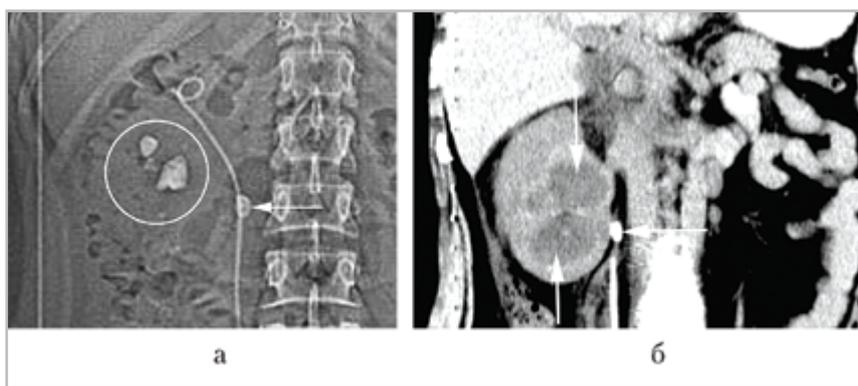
Фрагменты компьютерных томограмм брюшной полости: а — топограмма; б — реконструированная фронтальная томограмма. В паренхиме правой почки определяется 2 абсцесса (вертикальные стрелки) диаметром до 4 см каждый. Общий объем их содержимого достигает 67 см³. В чашечках средней и нижней групп содержатся резидуальные фрагменты разрушенного коралловидного камня (кольцо). В верхней трети правого мочеточника — камень (горизонтальные стрелки), вызвавший обструкцию верхних мочевых путей. Стент не изменил положение камня в процессе его установки. Проксимальный завиток стента находится в полостной системе почки
